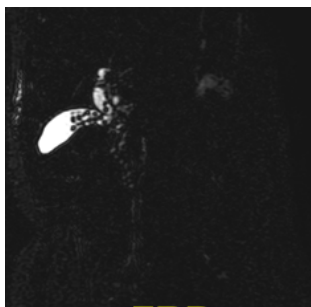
Citra MRI Irisan Axial
